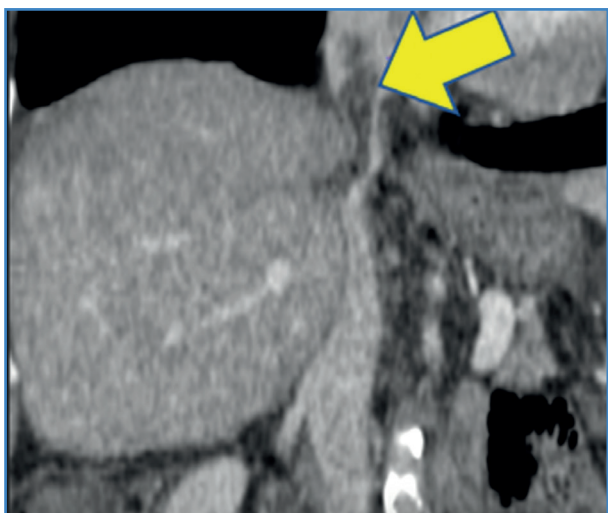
Corte sagital de angio TC que objetiva un defecto de repleción en la vena cava infra- y supradiafragmática.
